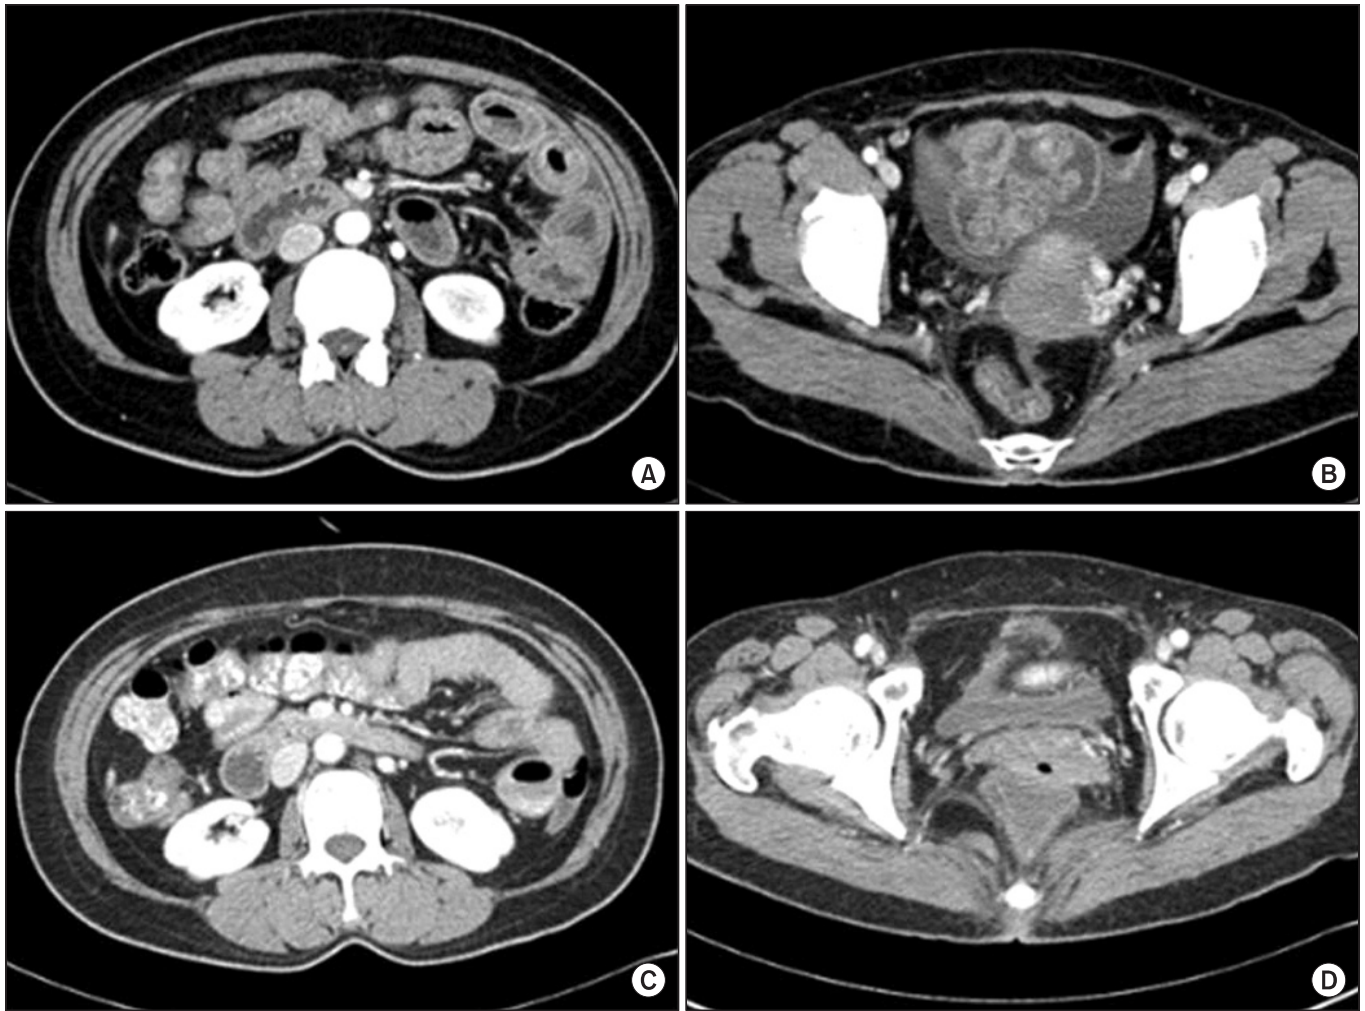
Abdominopelvic computed tomography (CT) scan findings. The initial CT scan shows wall thickening of small bowel (A), and small amount ascites in the pelvic cavity (B). The CT scan after prednisolone treatment shows interval improvement of wall thickening of small bowel (C), and ascites in the pelvic cavity (D).
